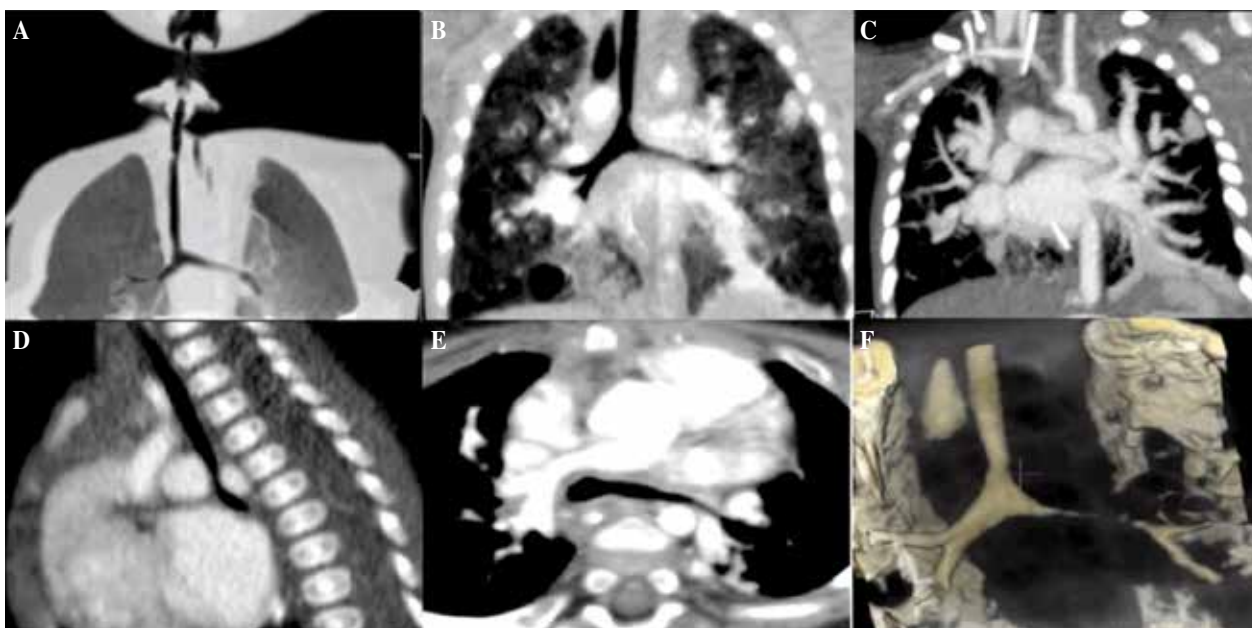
TAC de tórax y reconstrucción 3D: Origen anómalo de arteria pulmonar izquierda (API) desde el lado derecho, provocando un anillo vascular incompleto (sling de la pulmonar, SP) que reduce la luz traqueal al menos un tercio (A, B, C, D). El bronquio principal izquierdo está alargado con reducción de su luz distal, entre la arteria pulmonar izquierda y la aorta descendente (E, F). Este paciente asociaba además anillos traqueales completos.
